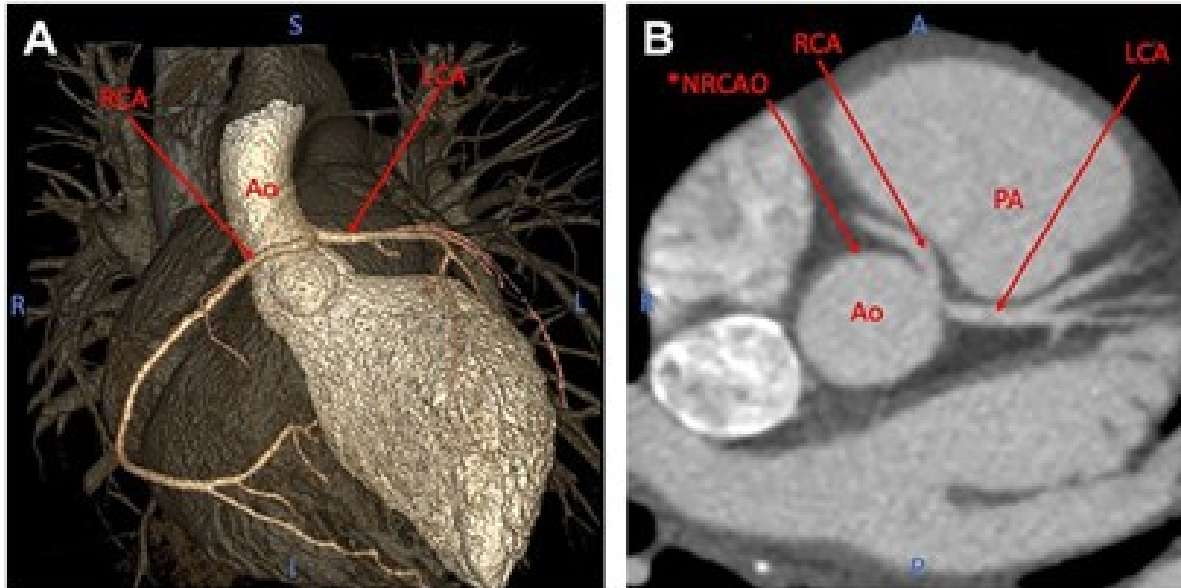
TAC de origen aórtico anómalo de la arteria coronaria derecha desde el seno coronario izquierdo en un niño de 14 años que consultó por dolor torácico mientras corría. (A) Reconstrucción 3D que muestra la arteria coronaria derecha (RCA) que se origina en el seno coronario izquierdo y discurre anterior a la aorta (Ao) hacia la derecha. (B) En la imagen transversal, la RCA se ve discurrendo hacia delante y hacia la derecha entre la Ao y la arteria pulmonar (AP), donde corre el riesgo de comprimirse durante el ejercicio. una anterior; yo, inferior; L, izquierda; P, posterior; R, derecha; S, superior. *NRCAO (origen normal de la arteria coronaria derecha) es el lugar donde normalmente se origina la RCA. (Imagen prestada con permiso de Wilson King, MD, Profesor Asociado de Pediatría, Universidad de Saint Louis).
